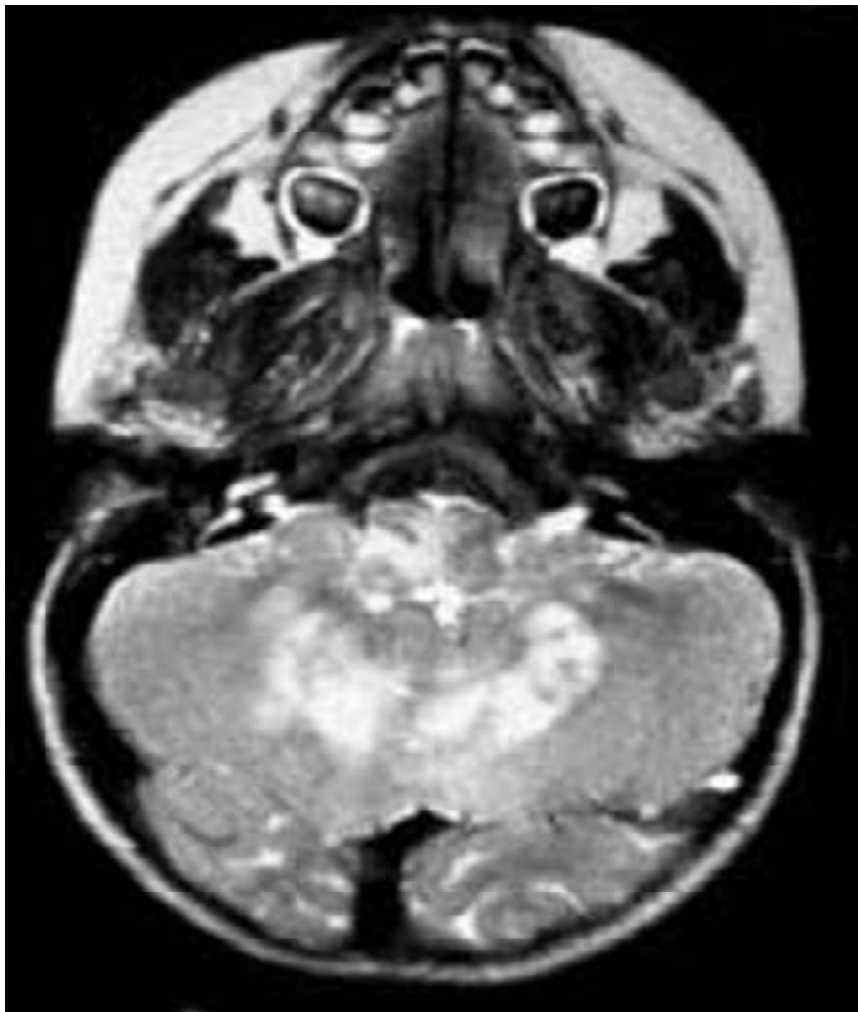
IRM encéphalique, coupes axiale en pondération T2 : foyers d'hypersignal T2 de la substance blanche cérébelleuse. (50)
